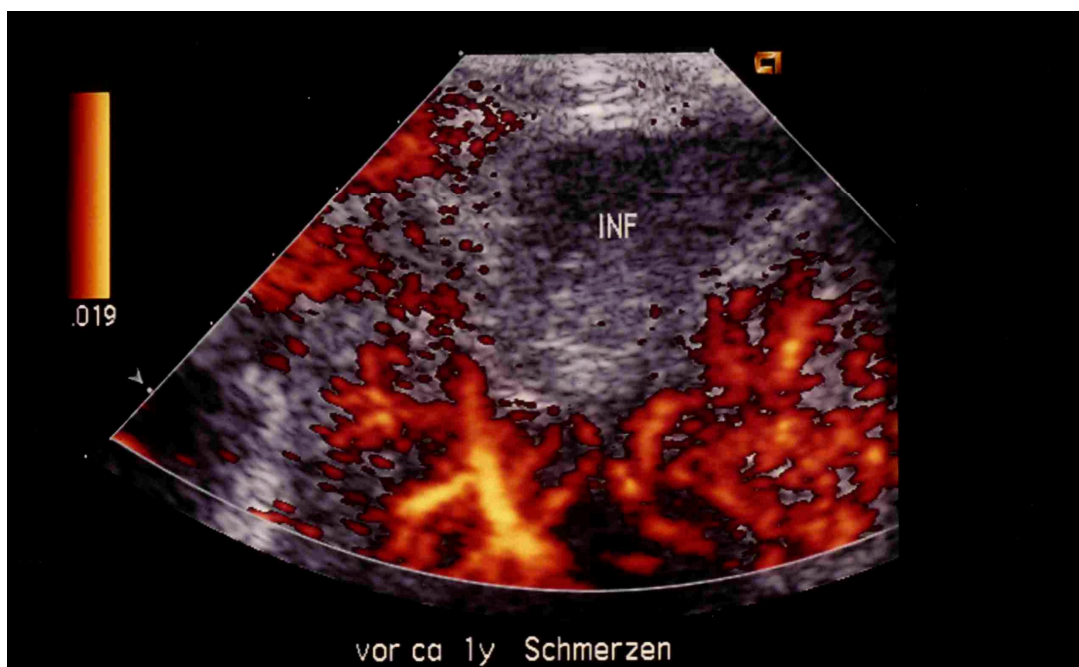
Power-Doppler: Im Bereich der Läsion kein Flußsignal nachweisbar.
